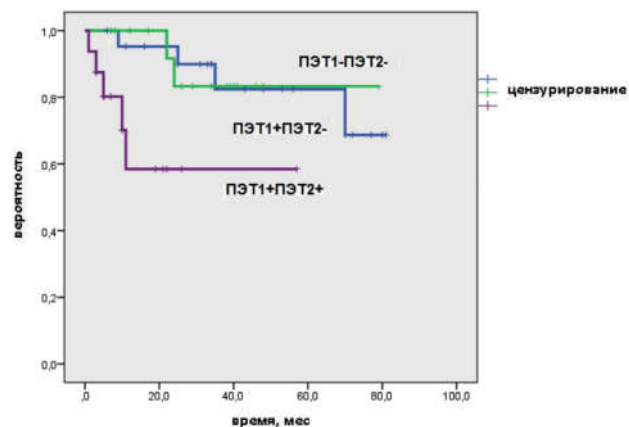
Общая выживаемость пациентов в зависимости от ПЭТ1 и ПЭТ2-статуса.
